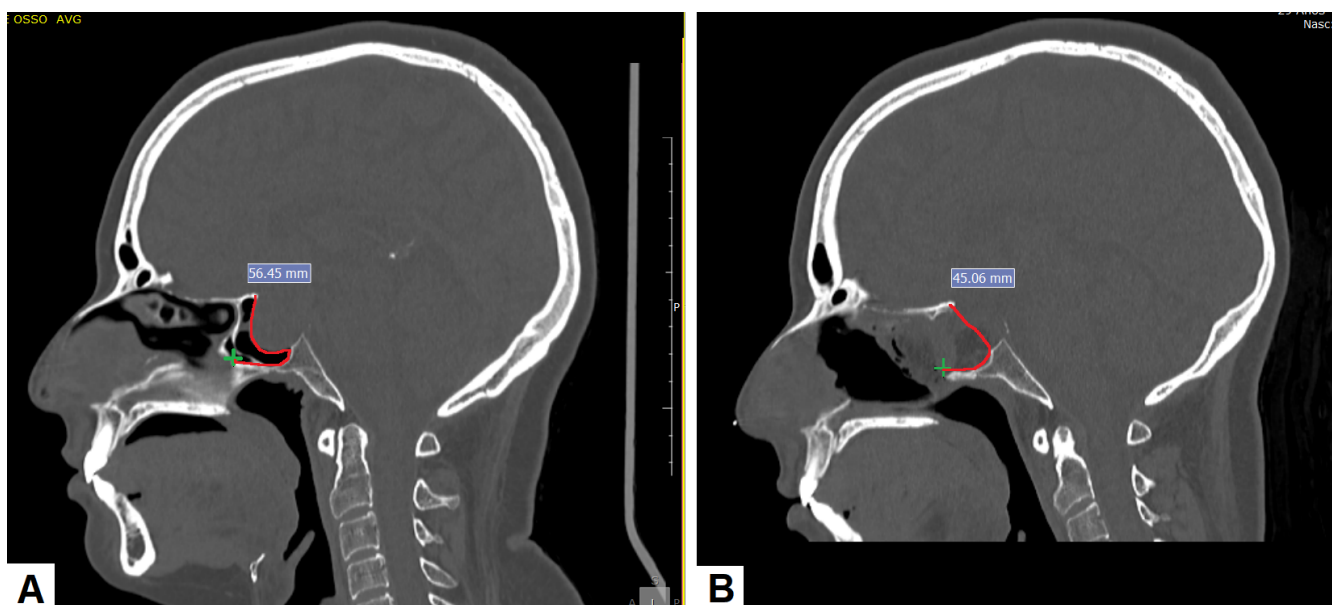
Cruz verde representa a projeção do forame esfenopalatino. A: Imagem pre-operatória mostrando Est-TC, ou seja, a estimativa do tamanho que o retalho necessitaria ter para cobrir o defeito de uma abordagem selar. B: Imagem pós operatória, mostrando a possível posição do retalho. Observa-se que a remoção do osso da sela encurta a distância necessária para o retalho chegar ao tubérculo selar.
